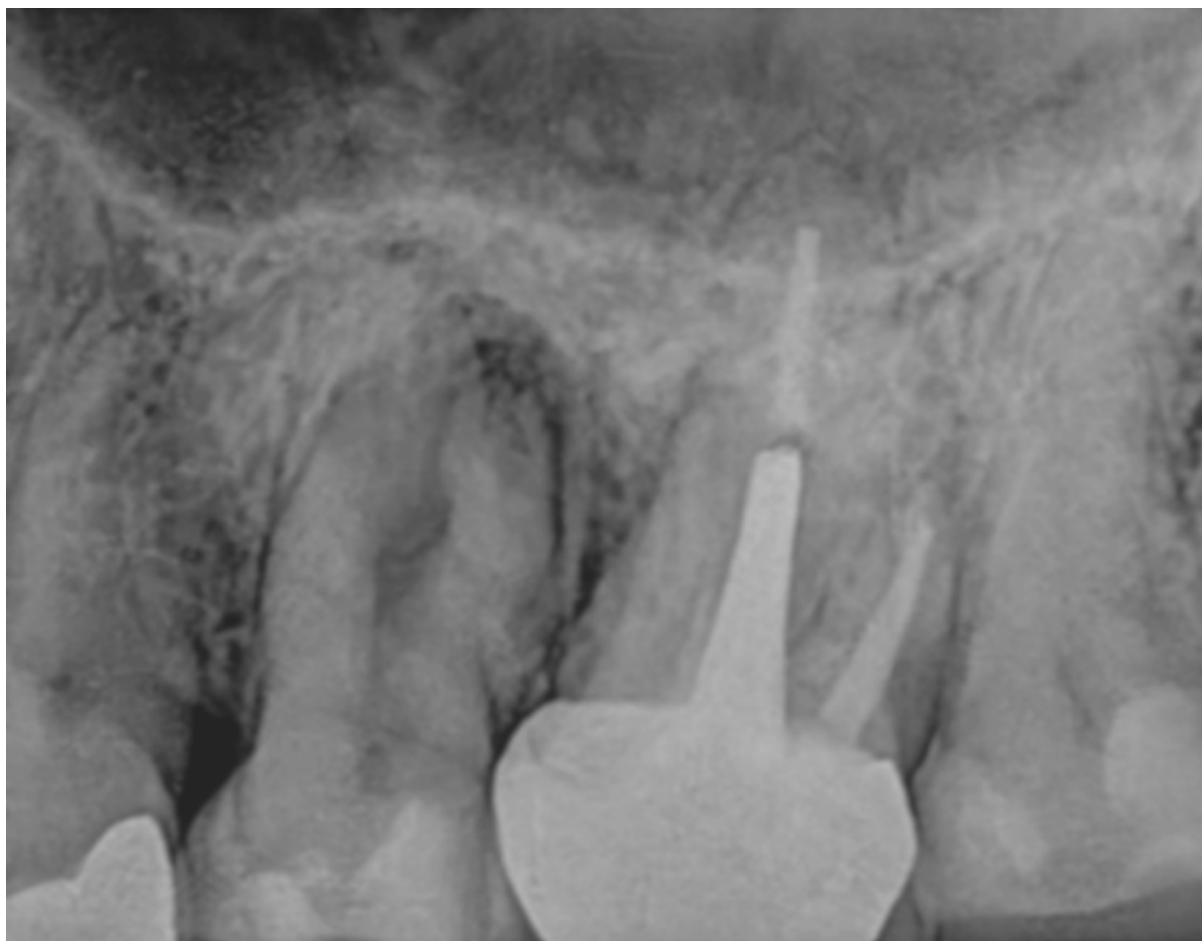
Calcificação dos canais radiculares e radiotransparência óssea periapical.
